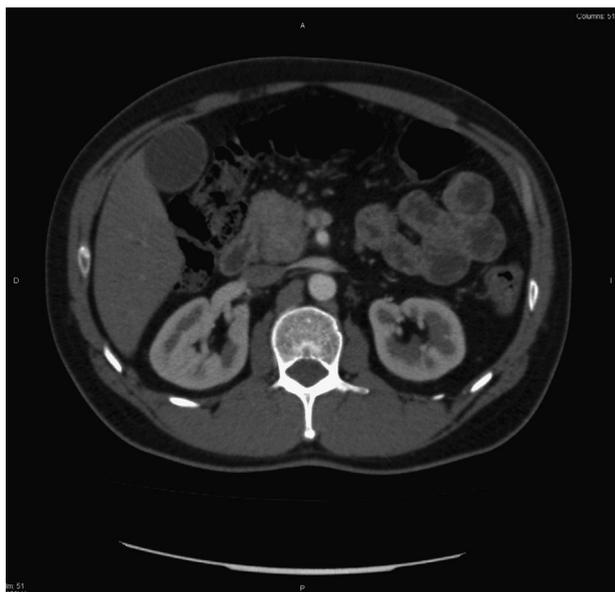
Imagen axial de TAC abdomino-pélvica prequirúrgica. Se identifica lesión tumoral localizada en cabeza pancreática aunque radiológicamente no se pudo constatar la infiltración porto-mesentérica que realmente existía.
